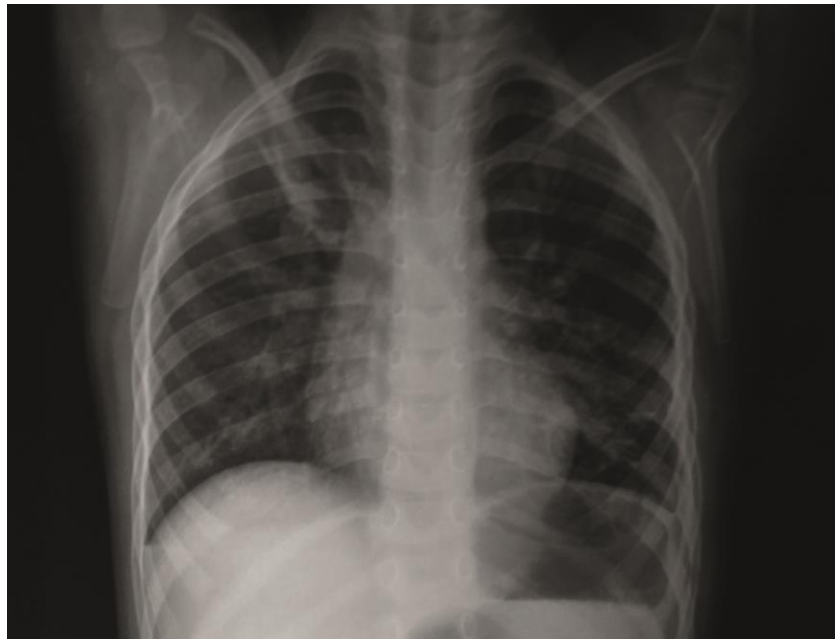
Radiografia de tórax no pós-operatório, demonstrando boa expansão pulmonar e hemidiafragma esquerdo com bom posicionamento, convexidade e curvatura.
